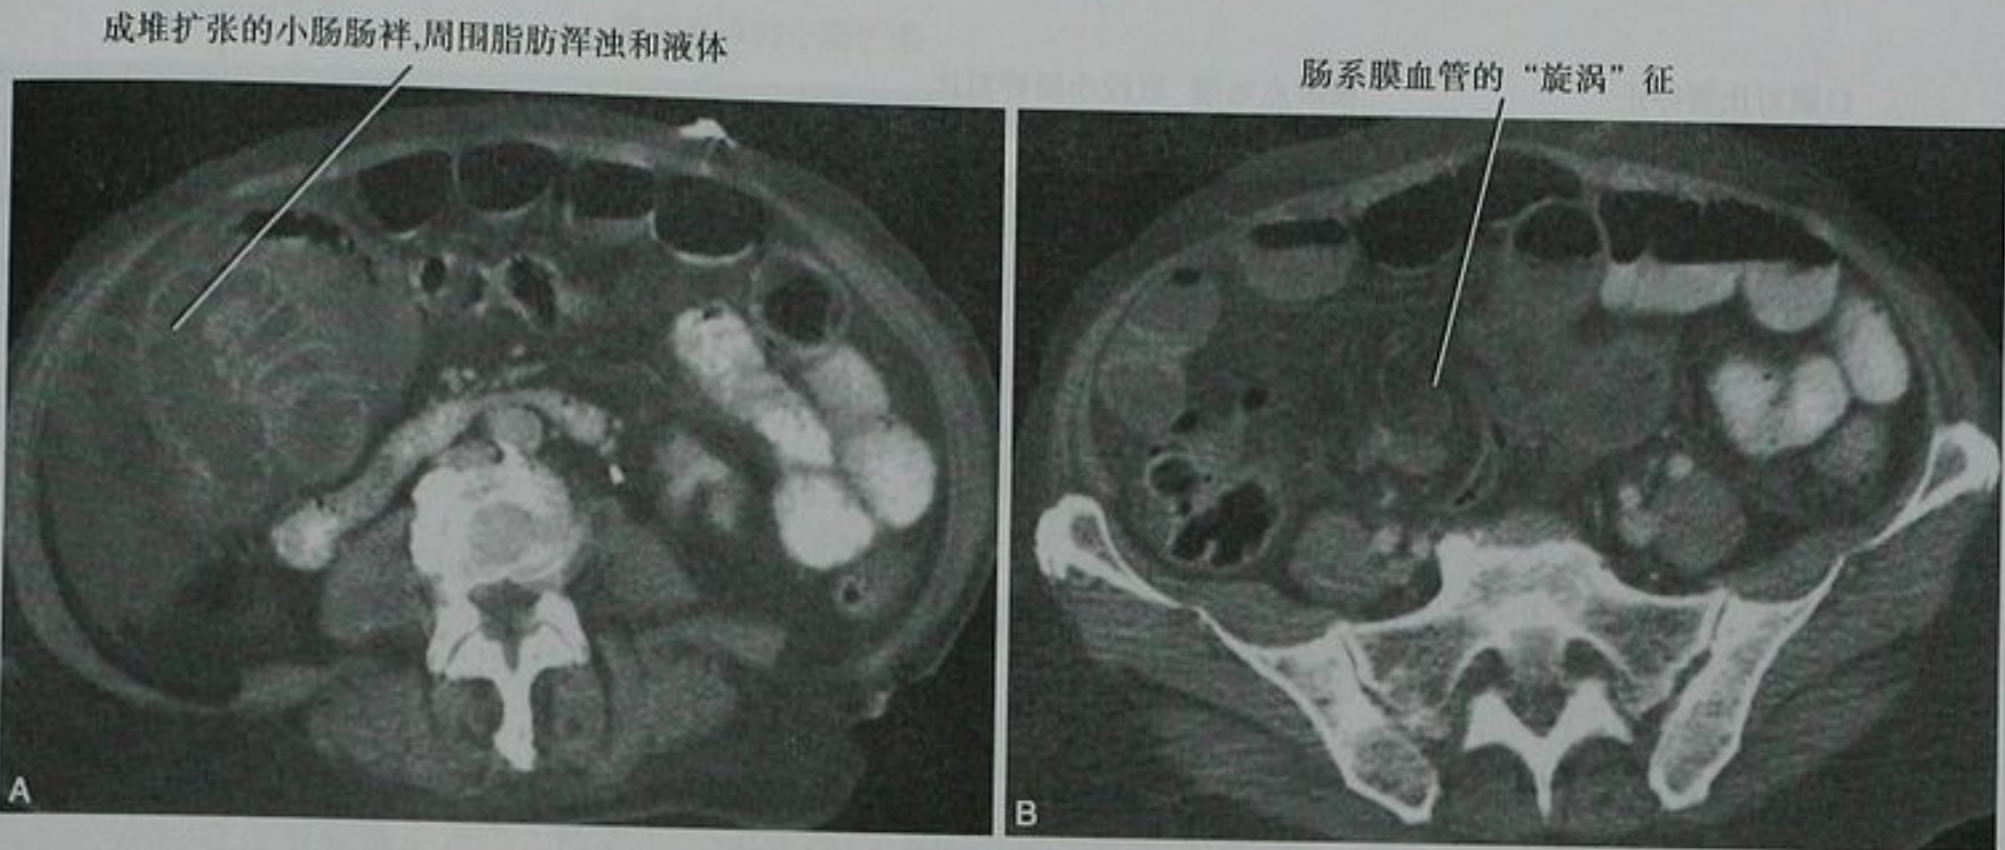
肠扭转闭袢性小肠梗阻患者,腹部 CT 横断面显示 A. 成堆扩张的小肠肠袢;B. 肠系膜血管的“旋涡”征
